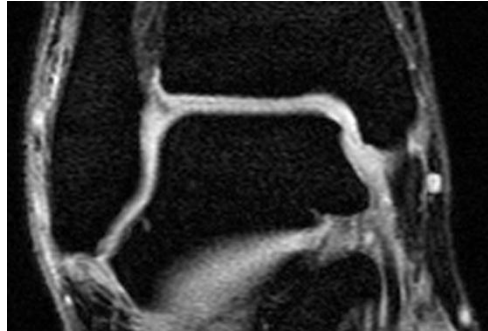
МРТ голеностопного сустава, T1-взвешенные изображения с подавлением сигнала жировой ткани в корональной плоскости
